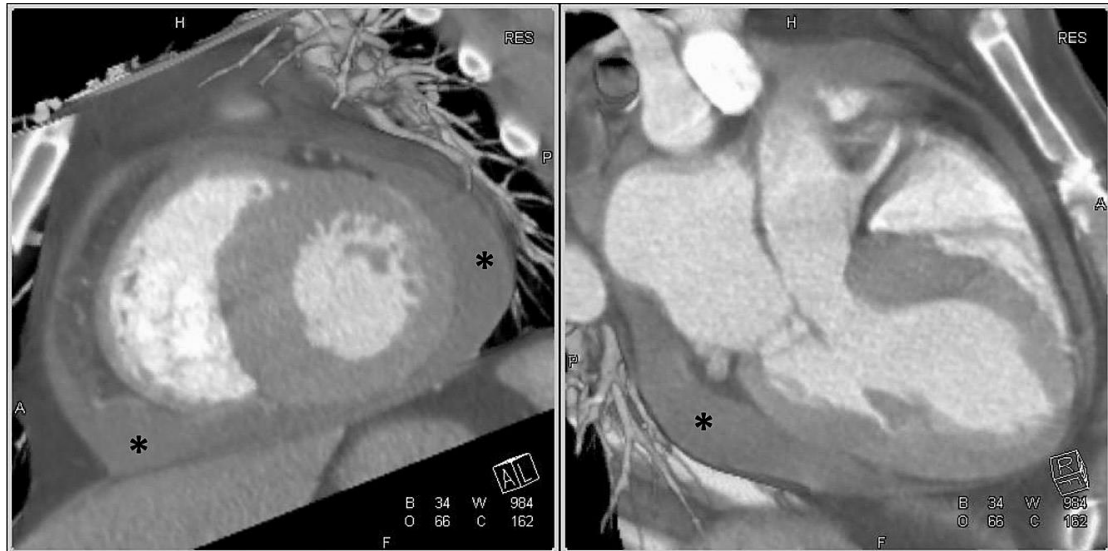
心包积液在 CT 中的分布。动态 CT 图像短轴 (左; 视频 14; 见 www.onlinejase.com) 和左室流出道 (右; 视频 15; 见 www.onlinejase.com) 可见少量单纯性心包积液, 局灶性聚集(星号)在右心室下, 左心室外侧和左房室沟下。
